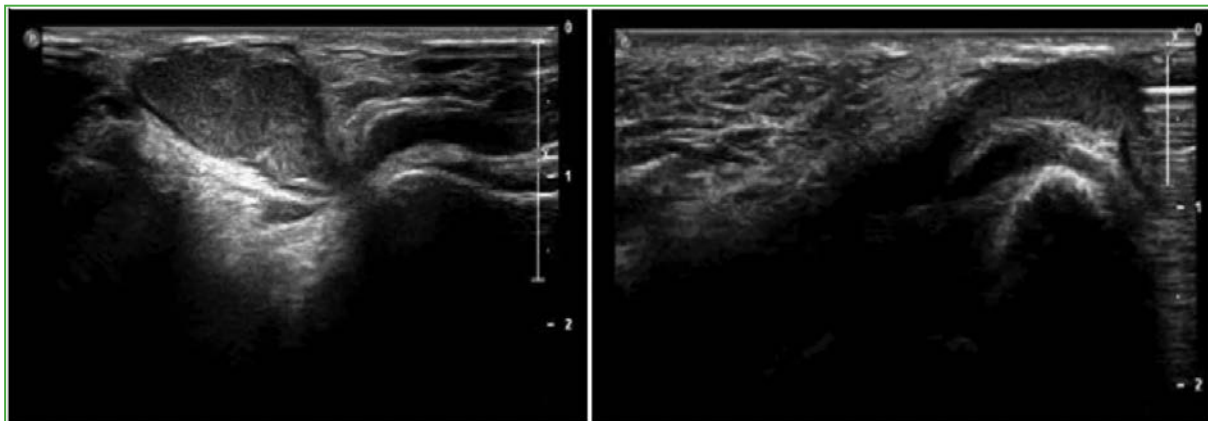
Punción y drenaje del ganglión pretibial en la región anteromedial, guiados por ecografía.
